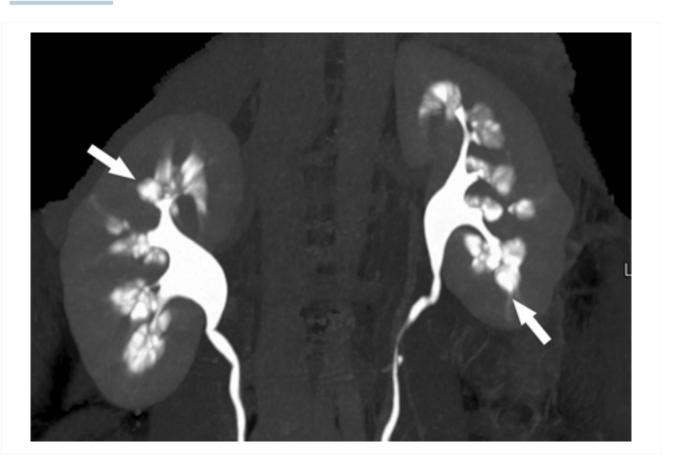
Urografia por tomografia computadorizada (TC) mostrando realce papilar com cálculos nos túbulos coletores dilatados (setas)
